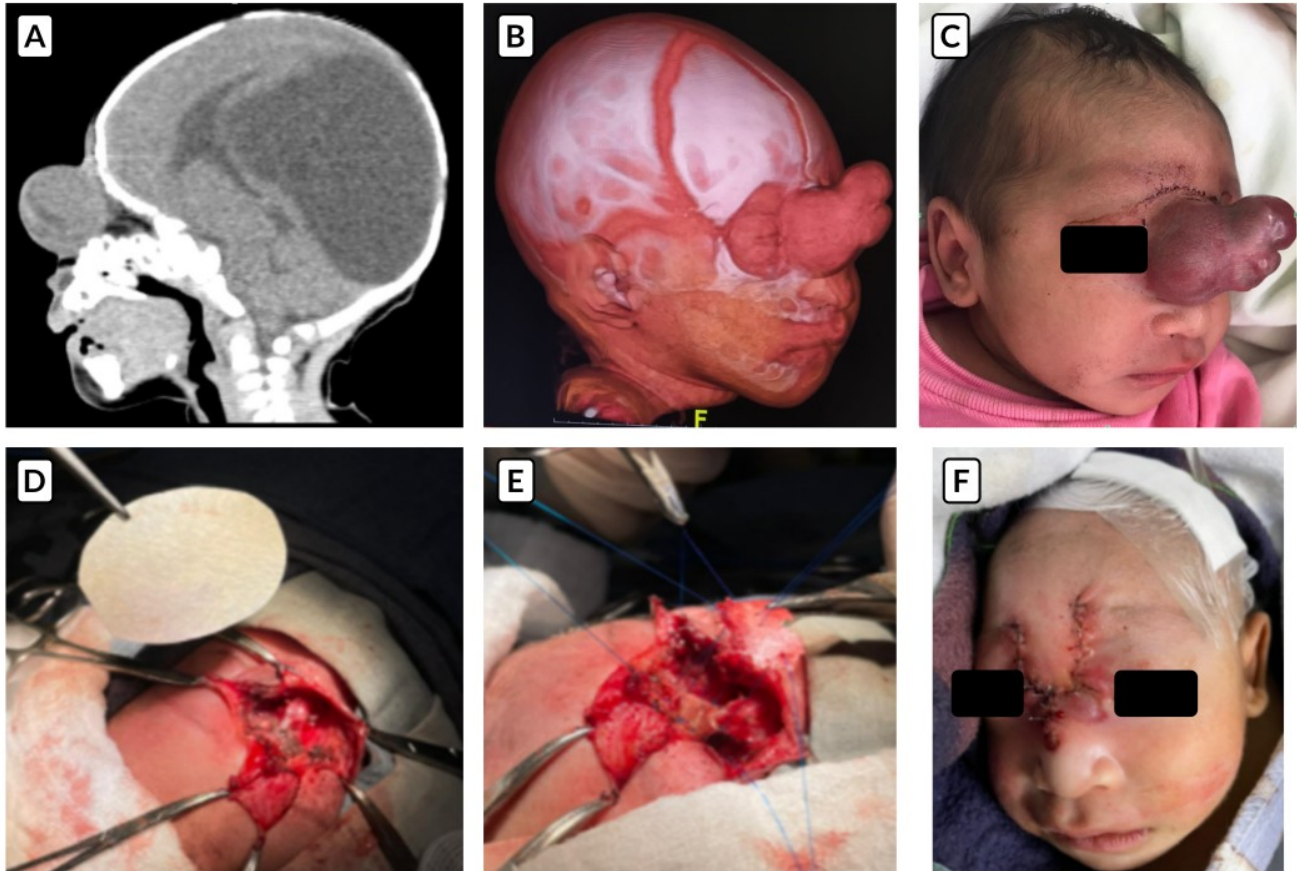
A: TAC cerebral, proyección sagital. B:TAC 3D con reconstrucción ósea y de tejidos blandos. C: Paciente con encefalocele. D: Colocación de reemplazo de duramadre. E: Colocación de injerto de hueso parietal. F: Paciente con herida post operatoria.
